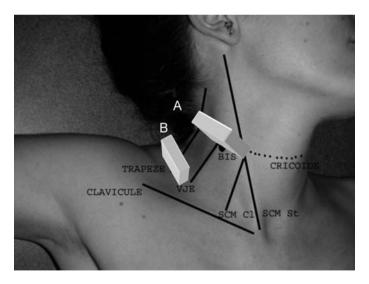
Orientation de la sonde d'échographie pour la réalisation d'un bloc interscalénique (A) et d'un bloc supraclaviculaire (B).
